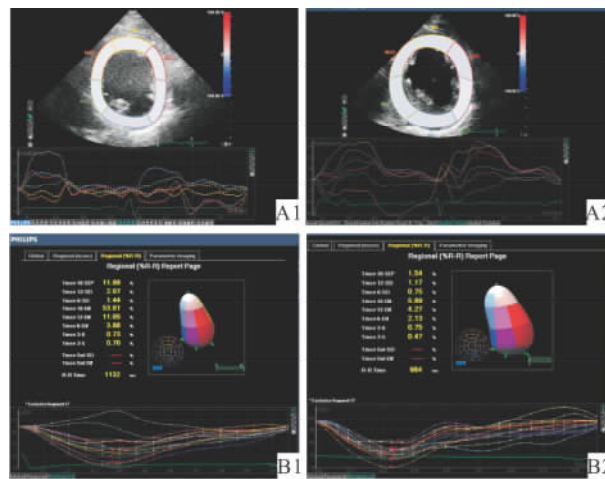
二维斑点追踪和三维超声均显示四极导线组术后心脏同步性显著改善
